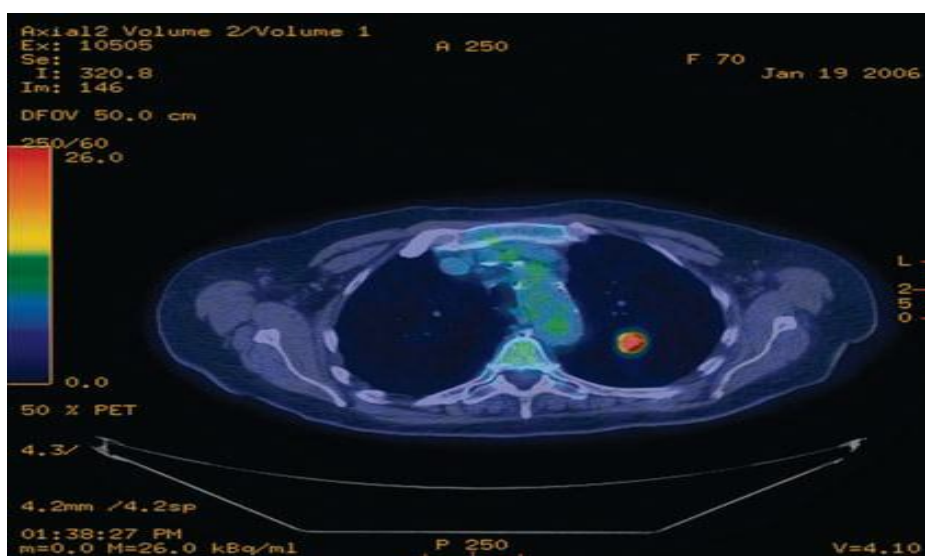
Imagem de adenocarcinoma primário em vermelho em lobo superior esquerdo do pulmão. Imagem simultaneamente adquirida por tomografia computadorizada com fusão com tomografia por emissão de pósitrons com 2-[F-18]-fluoro-2-deoxi-d-glucose (^{18}F -FDG-PET) (HANSEN, 2008)
